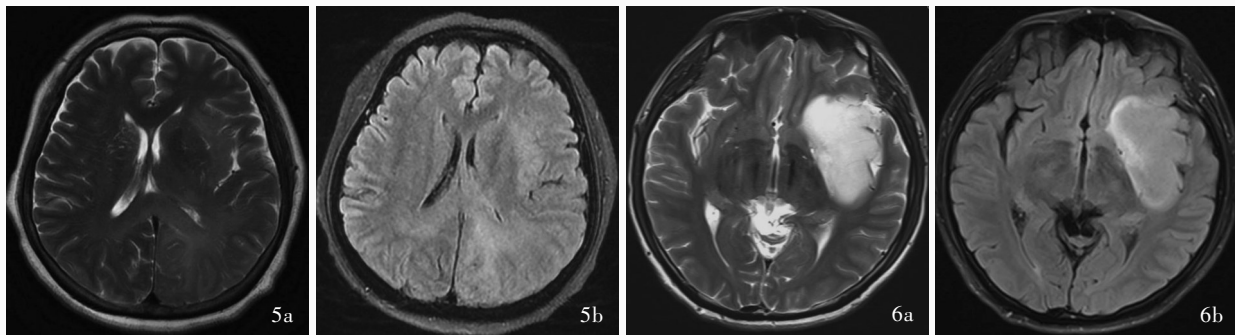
女性患者,63岁,诊断为IDH1野生型胶质瘤(WHOⅢ级)。头部MRI未见T<sub>2</sub>-FLAIR不匹配征 5a 横断面T<sub>2</sub>WI 5b 横断面FLAIR成像 图6 男性患者,35岁,诊断为IDH1突变型胶质瘤(WHOⅢ级)。头部MRI可见T<sub>2</sub>-FLAIR不匹配征 6a 横断面T<sub>2</sub>WI 6b 横断面FLAIR成像
